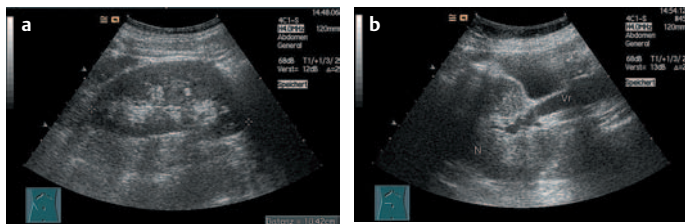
a u. b Nierenbefunde bei Low-output-Syndrom. a Echoarme Niere rechts mit verbreitertem Parenchymsaum. Klinisch akute Anurie und leere Harnblase, Kreatinin noch gering erhöht. b V. renalis (Vr) ist offen und gestaut; duplexsonographisch erfolgte der Ausschluss einer Nierenvenenthrombose
